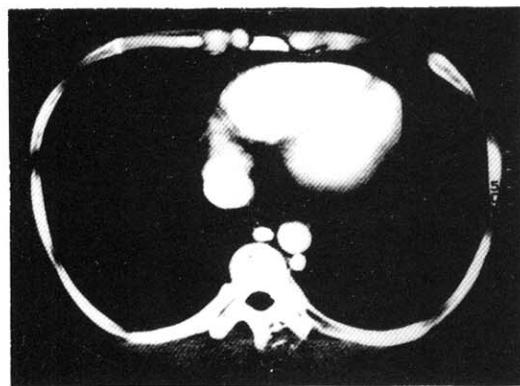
Chest CT: Marked collateral circulations due to compression of SVC are noted in back area of chest, enlarged azygos and hemiazygos vein.
